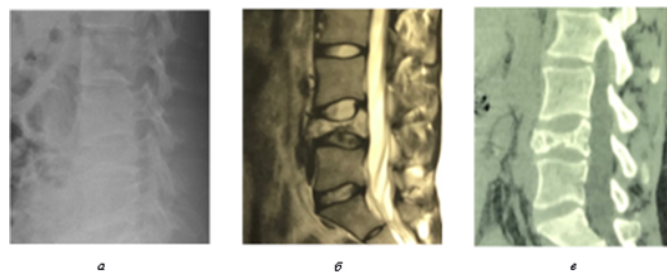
Пациентка Б., 27 лет, результаты обследования до оперативного вмешательства: а - рентгенография, б - МРТ, в - КТ.
